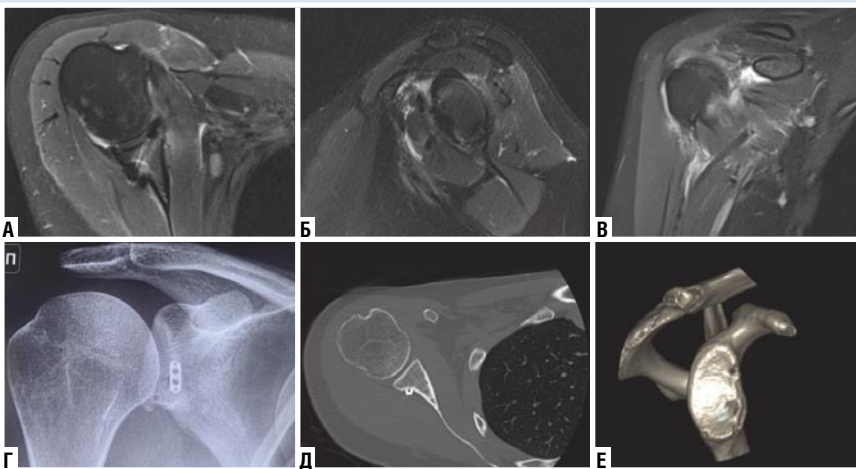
А — МРТ через 6 недель после операции, аксиальная проекция. Достигнут хороший эффект «бампера» и хорошее приживление капсулы; Б — МРТ через 6 недель после операции, сагиттальная проекция. Виден результат лабропластики и заполнение костного дефекта по передне-нижней поверхности при помощи сухожилия длинной головки бицепса; В — МРТ через 6 недель после операции, фронтальная проекция. Виден хороший слинговый эффект; Г — послеоперационная рентгенограмма правого плечевого сустава в передне-задней проекции. Положение пуговки правильное; Д — послеоперационная КТ-картина, аксиальная проекция. Показано правильное положение пуговки; Е — послеоперационная 3D КТ картина. Видно расположение тоннелей от якорей в положении «1 час» и «4 часа».
